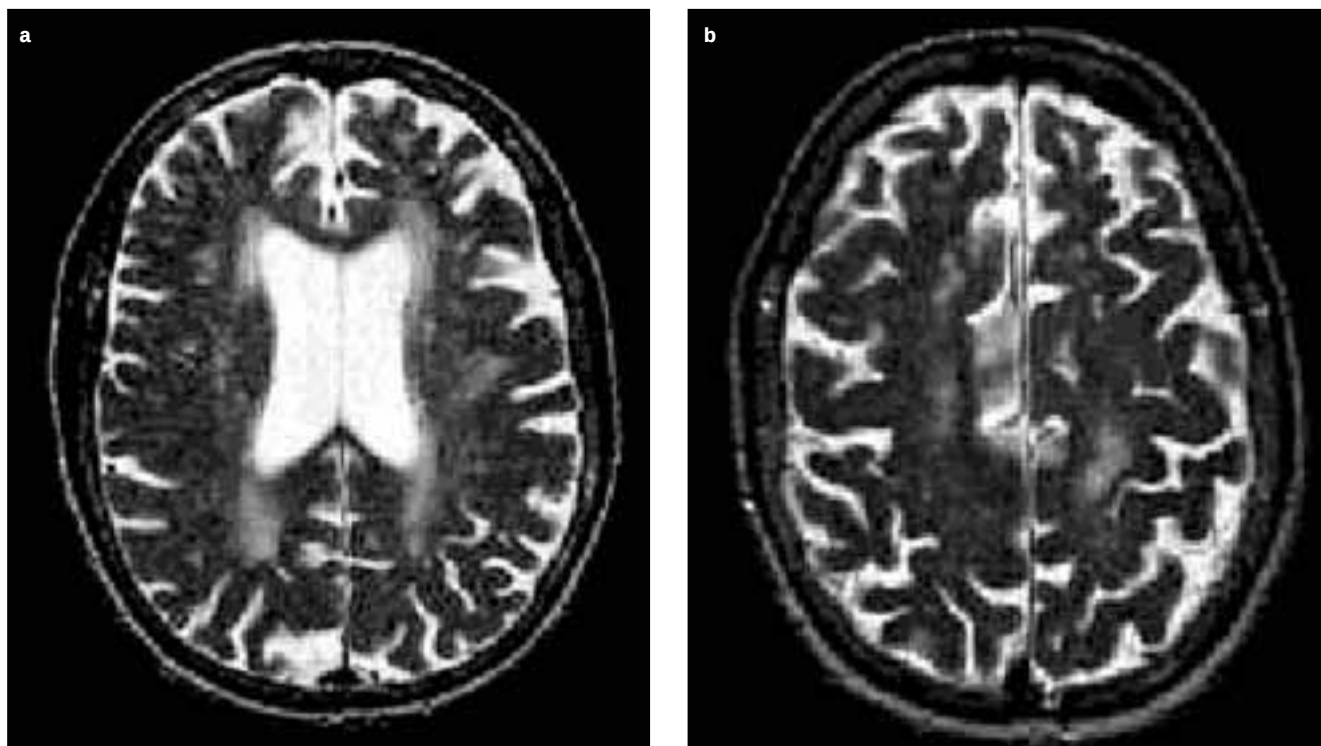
Cortes axiales de RM potenciados en T₂ de un sujeto con alteración de la memoria asociada a la edad [37,48]. a) Cambios leve-moderados en la sustancia blanca en zonas periventriculares y presencia de dilatación ventricular leve-moderada; b) Cambios en la sustancia blanca en los centros semiovais de carácter leve-moderado.
